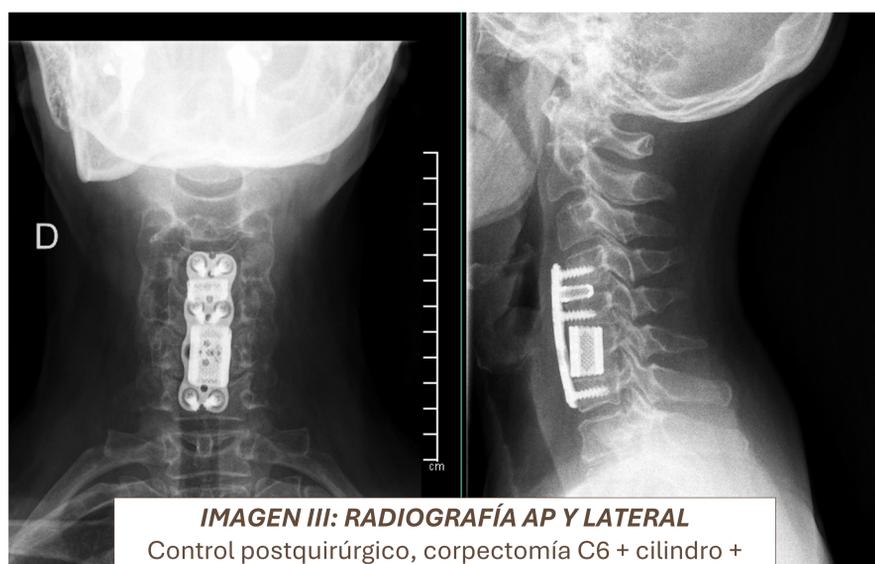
IMAGEN III: RADIOGRAFÍA AP Y LATERAL
